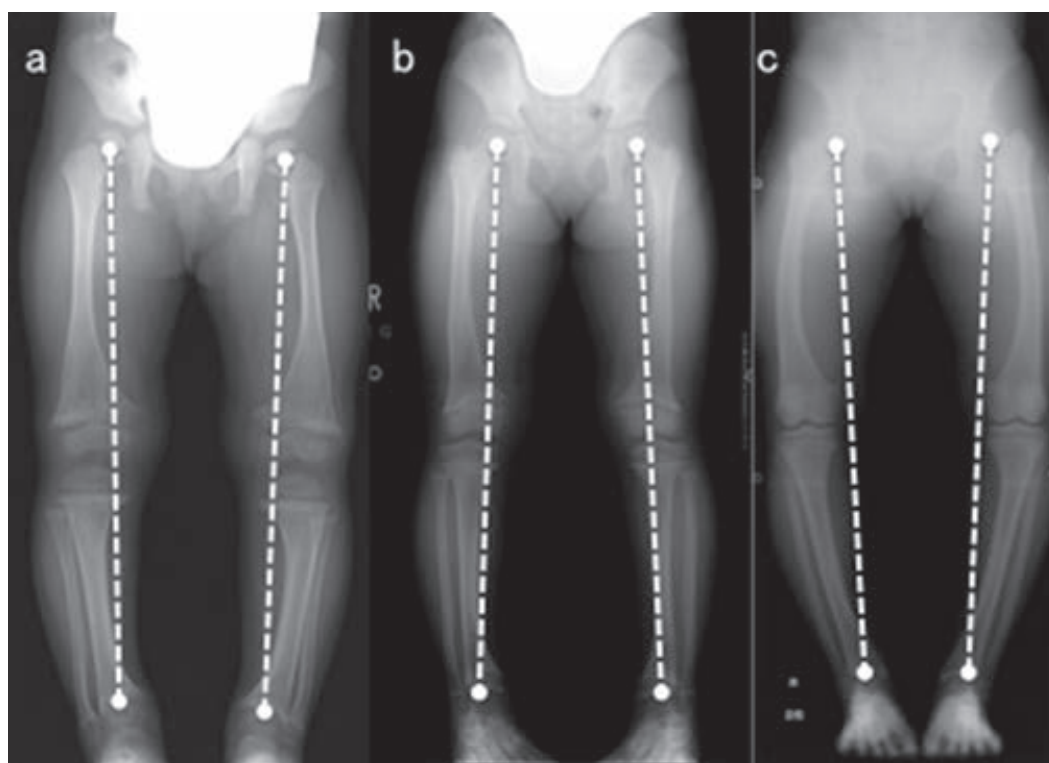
表1 症例7の単純X線経過(白破線はMikulicz線)
